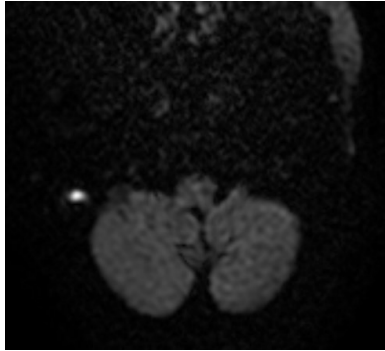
IRM cérébrale montrant une image en hypersignal diffusion en faveur d'une récurrence cholestéatomateuse chez un patient opéré au CHU Hassan II FES
